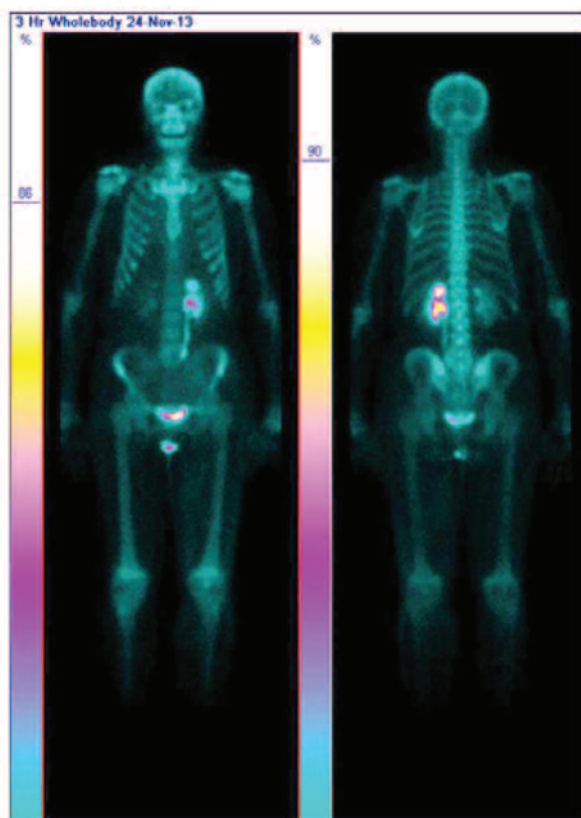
Сцинтиграфія всього скелета з ^{99m}Tc -метилендифосфонатом (передня та задня проекції). Рак передміхурової залози.
